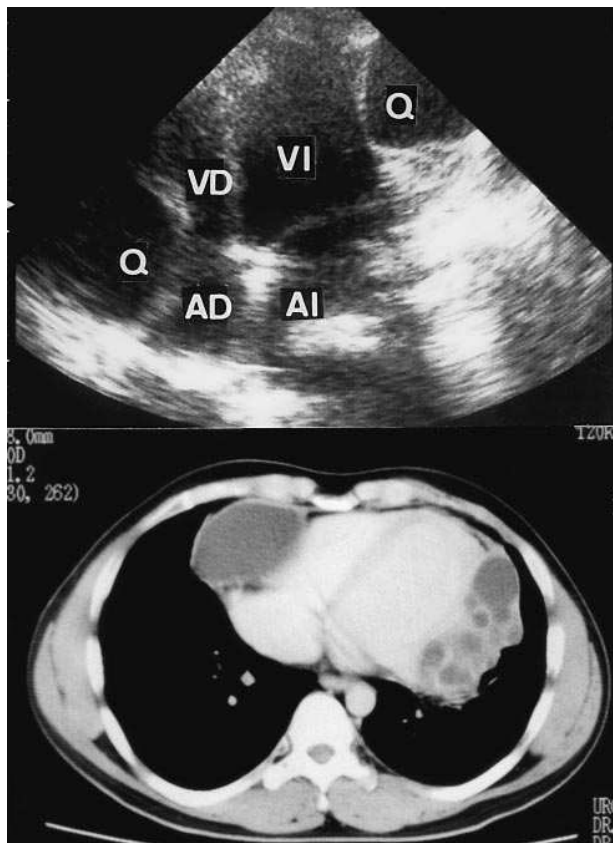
Imagen superior: ECO 2D. Plano apical de 4 cámaras transtorácico. Se aprecian dos formaciones quísticas de gran tamaño con vesículas hijas, a ambos lados del corazón; Q: quistes; AI: aurícula izquierda; VI: ventrículo izquierdo; AD: aurícula izquierda; VD: ventrículo derecho. Imagen inferior: TAC torácica en la que se puede apreciar una formación quística de gran tamaño en posición pericárdica en el lado derecho del corazón y una acumulación de quistes con vesículas hijas en el lado izquierdo.
